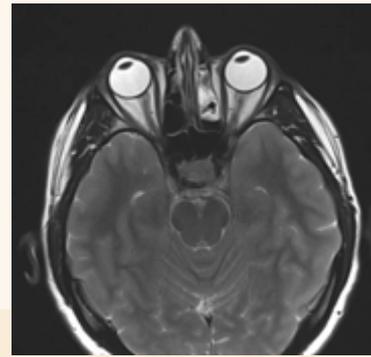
Corte axial de RMN a nivel de seno esfenoidal, donde se aprecia una neoformación redondeada.
